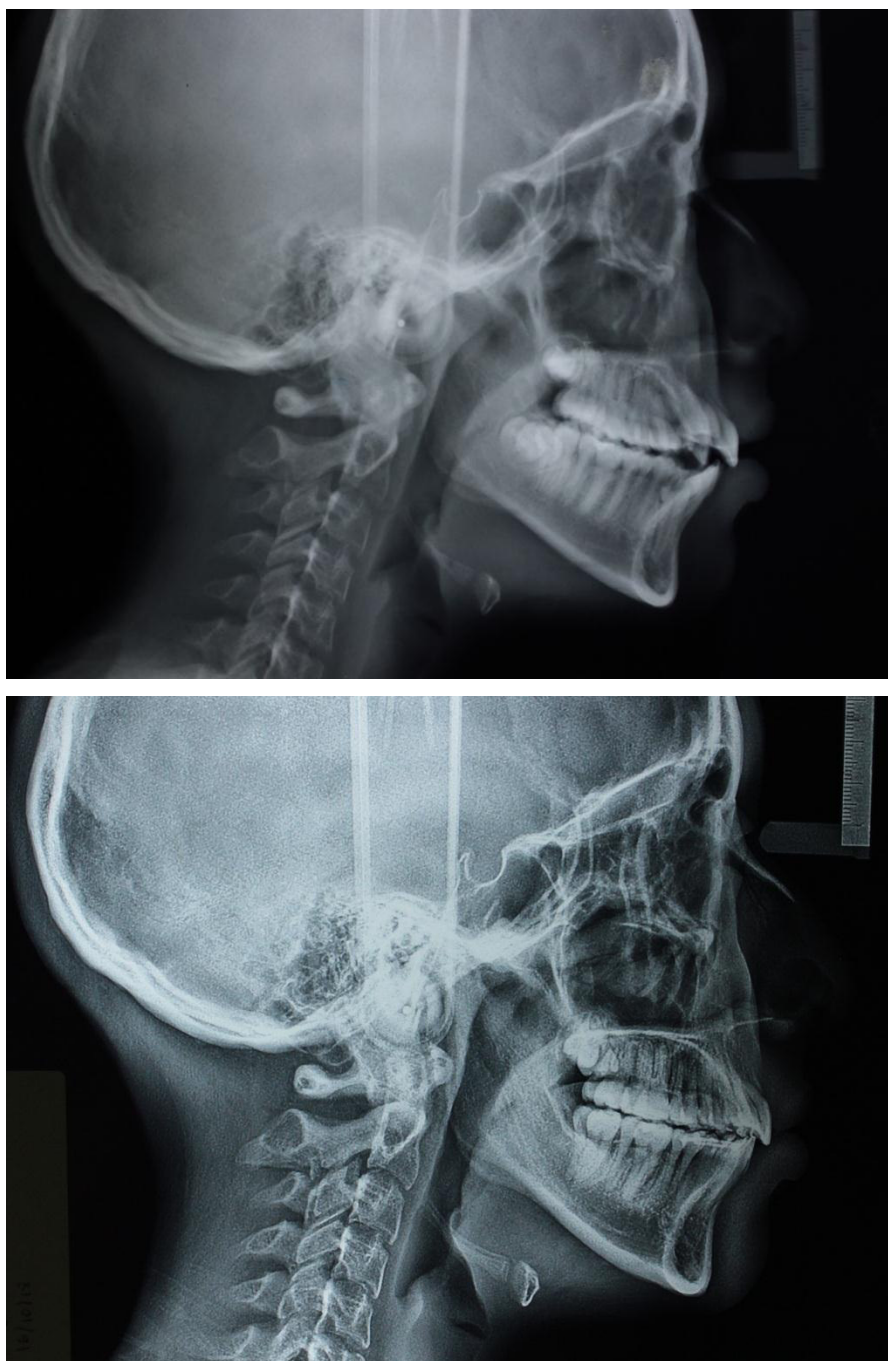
Comparación de radiografías cefalométricas al inicio y al final. Se distingue el nivelado del plano oclusal. La marcada palatinización de los incisivos maxilares, y una leve lingualización de los incisivos mandibulares.
